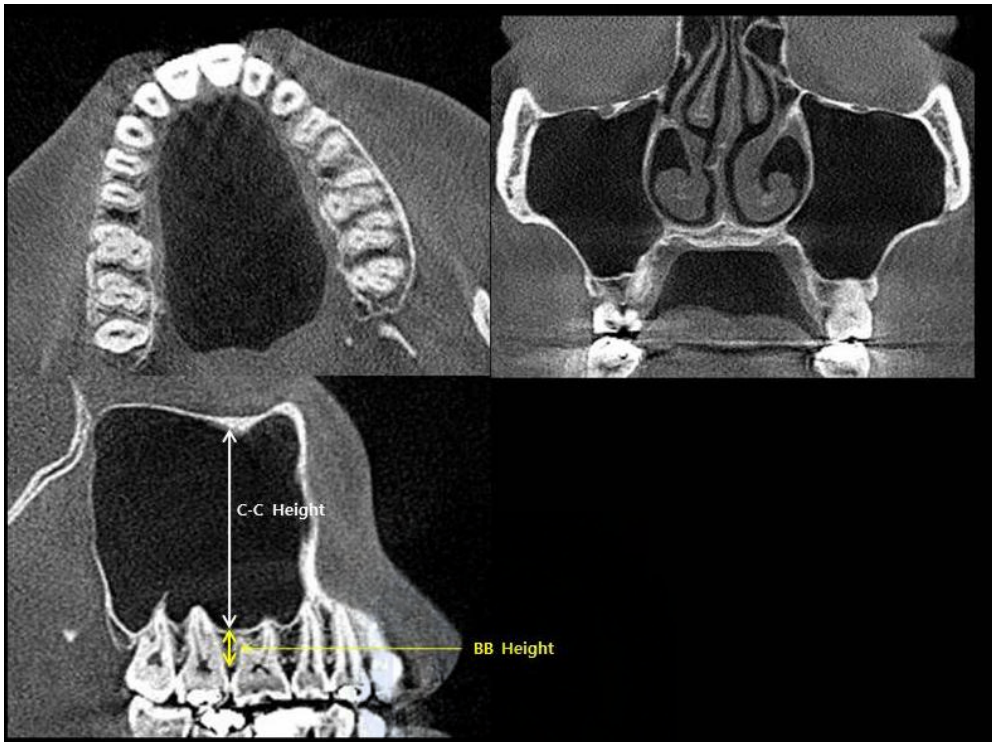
CT measurements – Craniocaudal values. C-C height; craniocaudal height, BB height; basal bone height.
